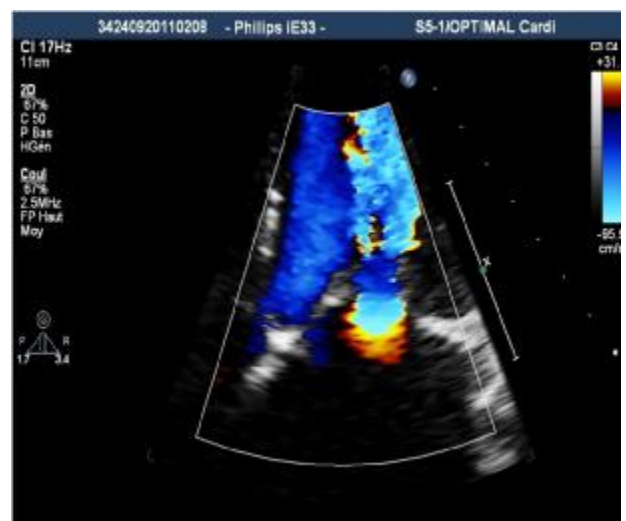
image au doppler couleur de la zone de convergence
